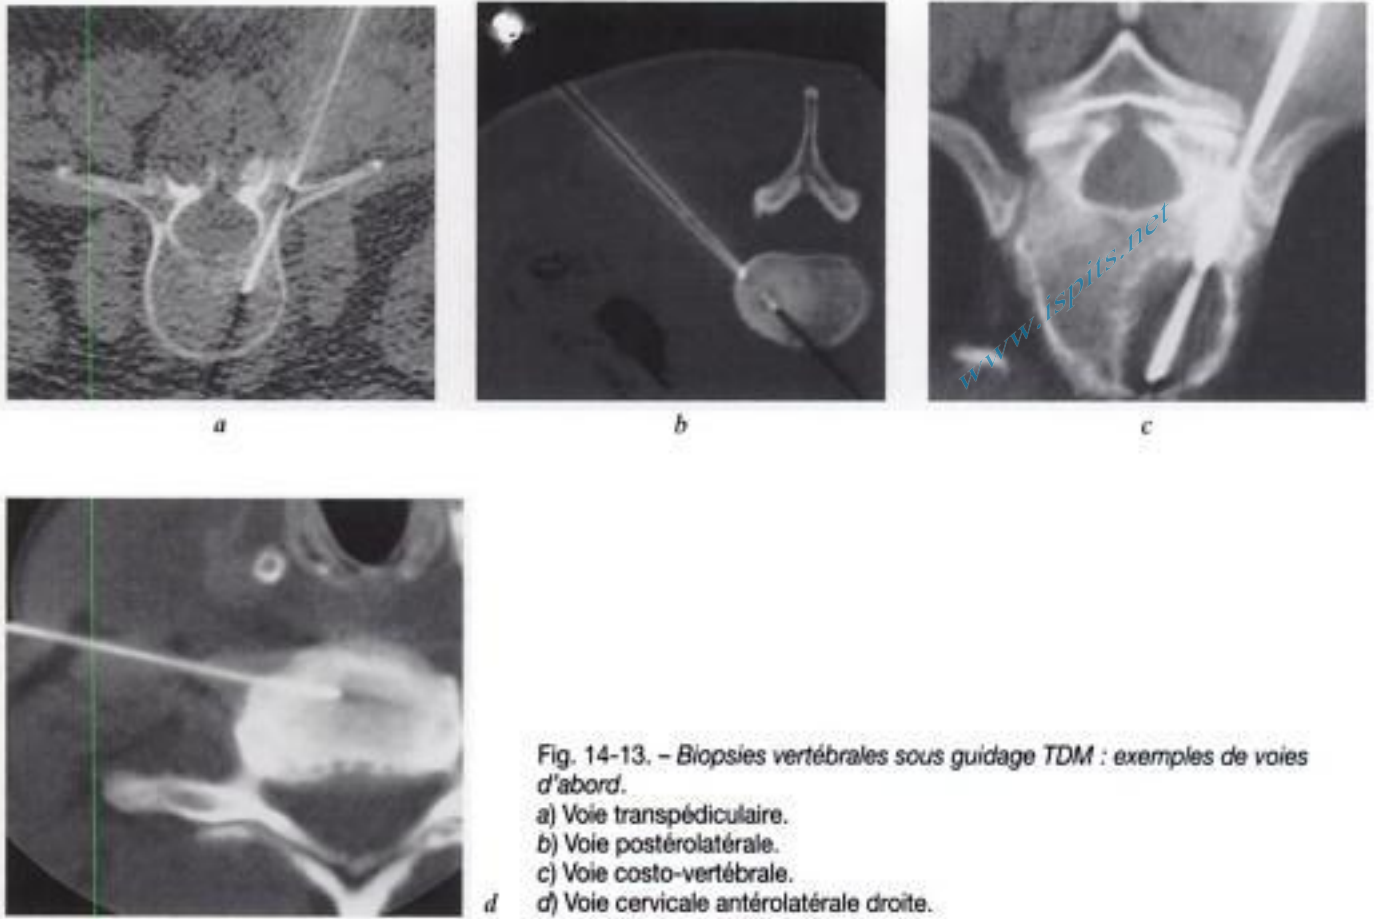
Biopsies vertébrales sous guidage TDM : exemples de voies d'abord.
